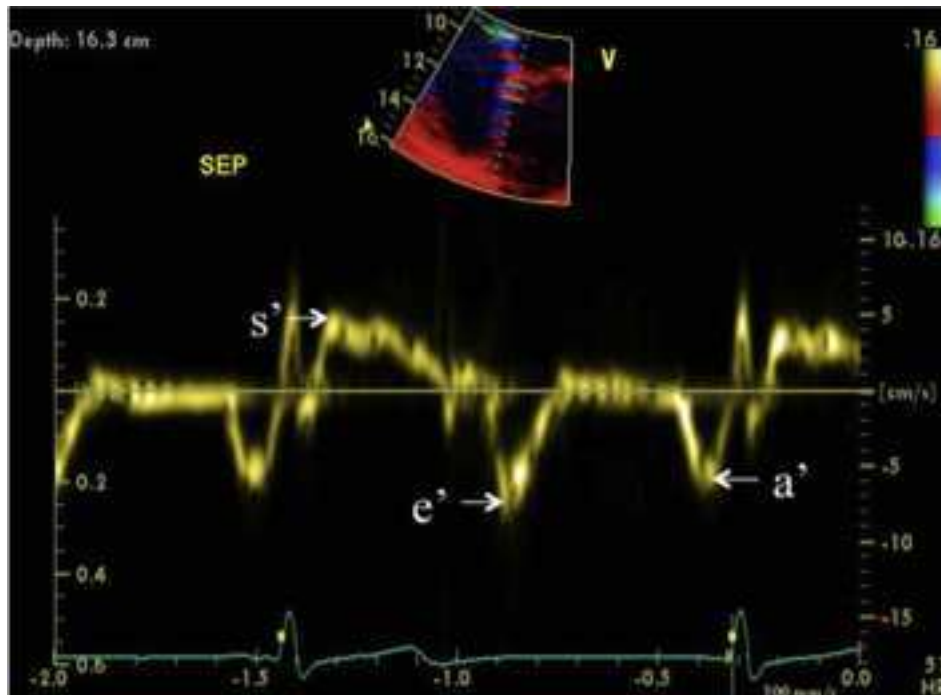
Tissue Doppler Imaging pulsato a livello della porzione settale dell'anulus mitralico, visione in 4 camere (55).
